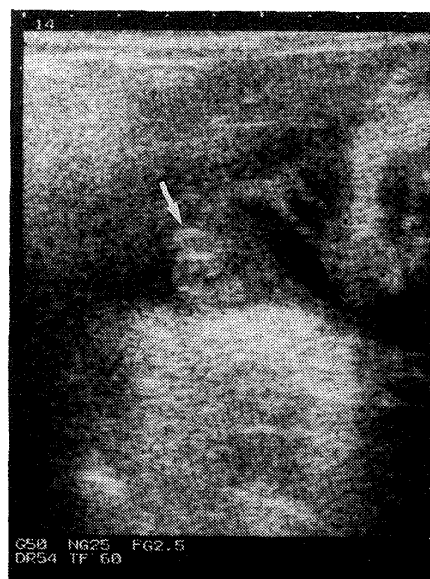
妊娠36週の胎児外陰部超音波像。未発達な陰唇(↓印)を認める。
